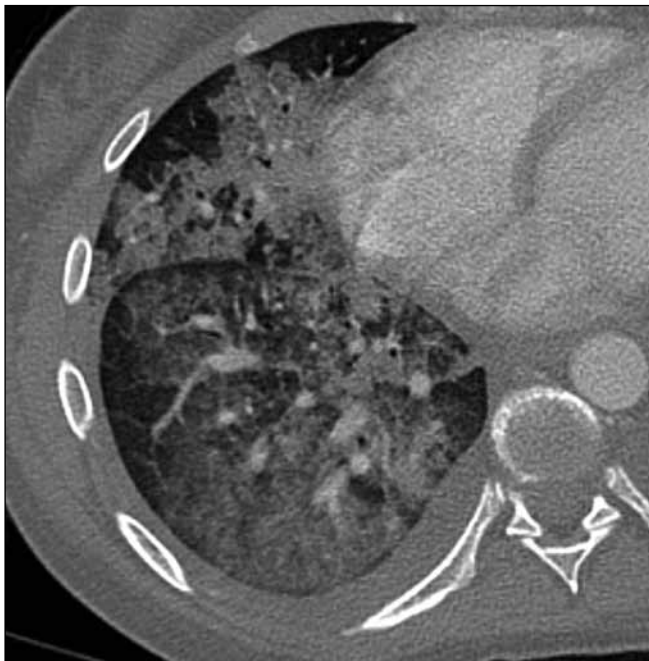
Alveolite emorragica. TC torace senza m.d.c.: particolare della base dx, ove si riconosce un impegno alveolare a zolle confluenti del lobo inferiore dx e di parte del lobo medio. Coesiste un iniziale impegno di alcuni setti interlobulari. Rispettate le strutture bronchiali e vascolari.
